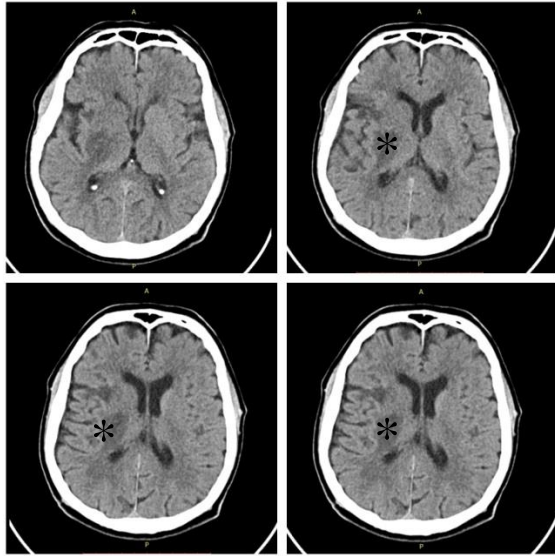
CT cerebral – secțiune axială. Leziunea este marcata cu *.
